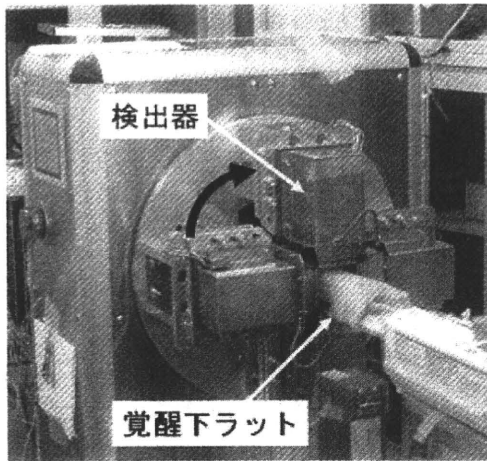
われわれの開発した小動物専用マイクロSPECT装置
